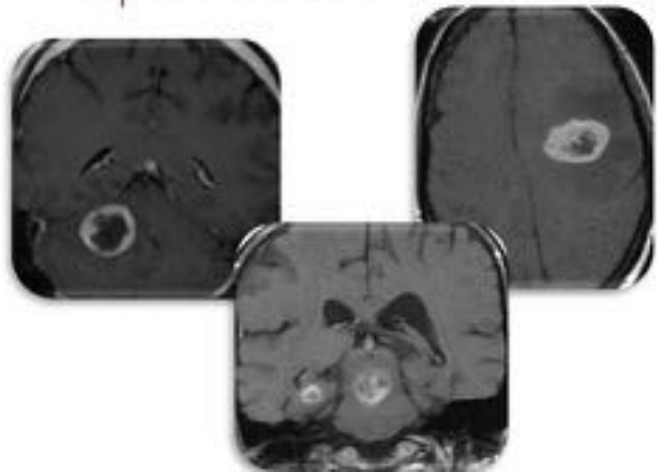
Hallazgos diferenciales en RM en linfomas en pacientes inmunodeprimidos e inmunocompetentes.
